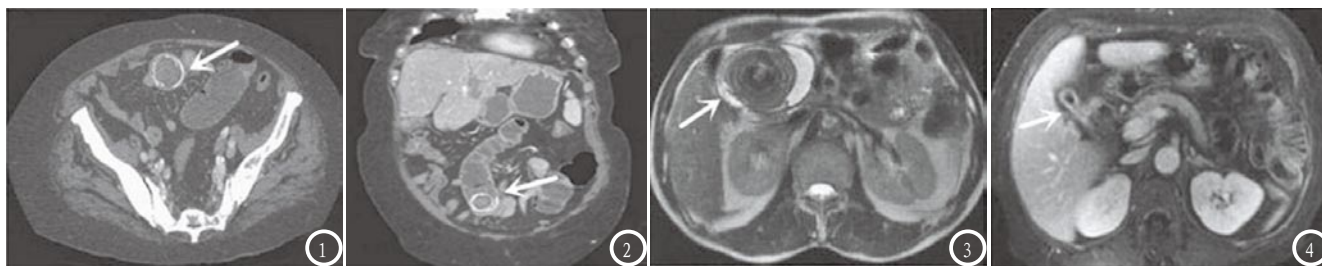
胆石性肠梗阻CT图像；图3-4 胆石性肠梗阻MRI图像。
